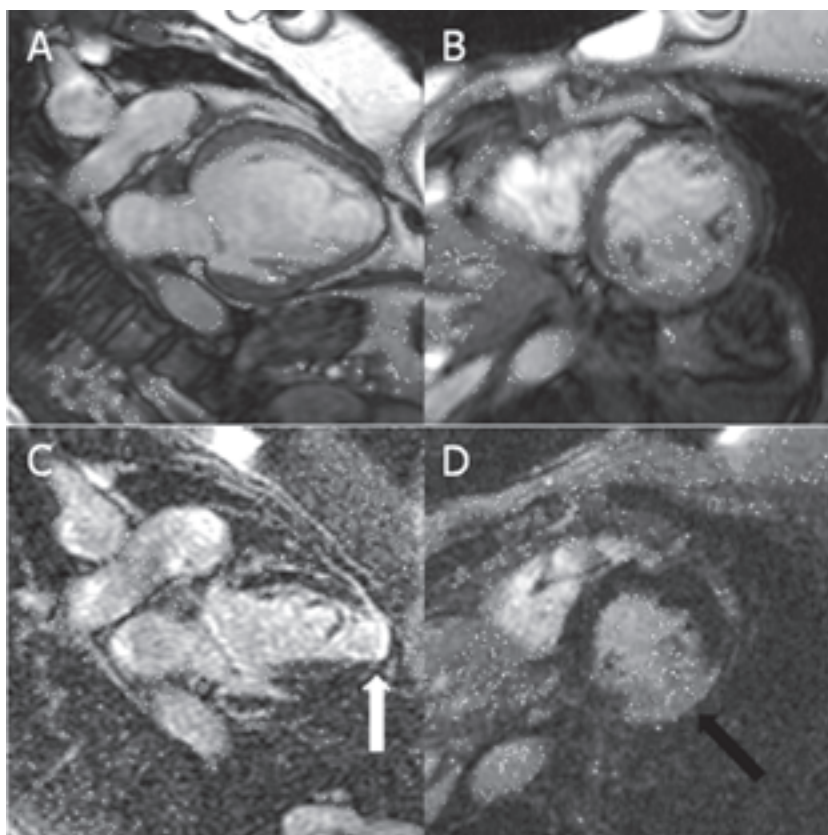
Imagens obtidas em eixo longo (A, C) e em eixo curto (B, D), demonstrando ventrículo esquerdo dilatado pela cinerressonância (A, B), e realce tardio apical (seta branca) e ínfero-lateral basal (seta preta) (C, D) em paciente com cardiomiopatia chagásica.
